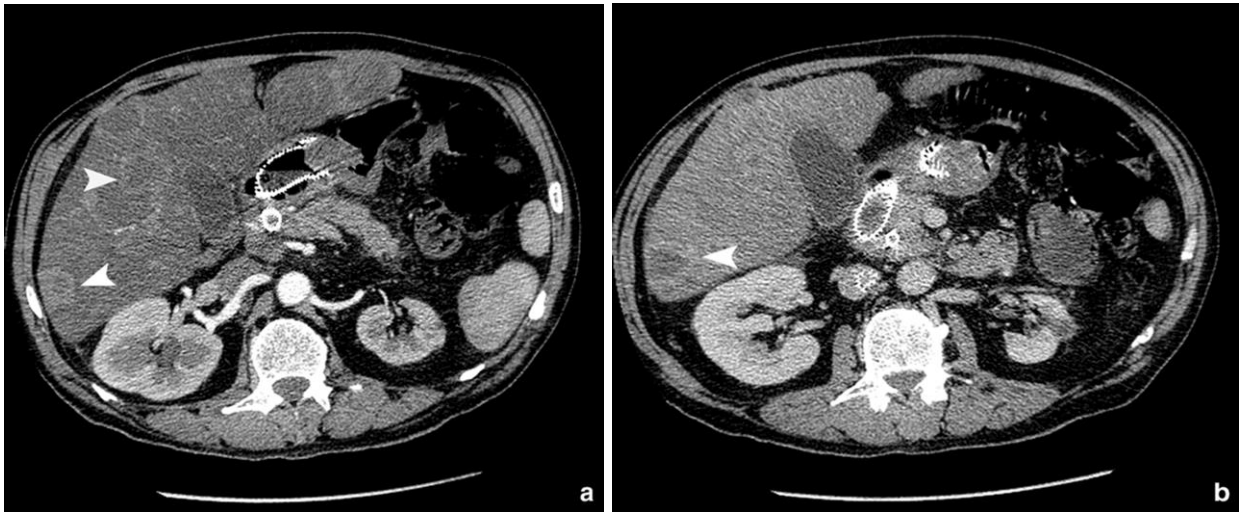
TDM abdominale après injection en phase artérielle (a) et en phase portale (b) chez un patient présentant des métastases hépatiques. [43]
